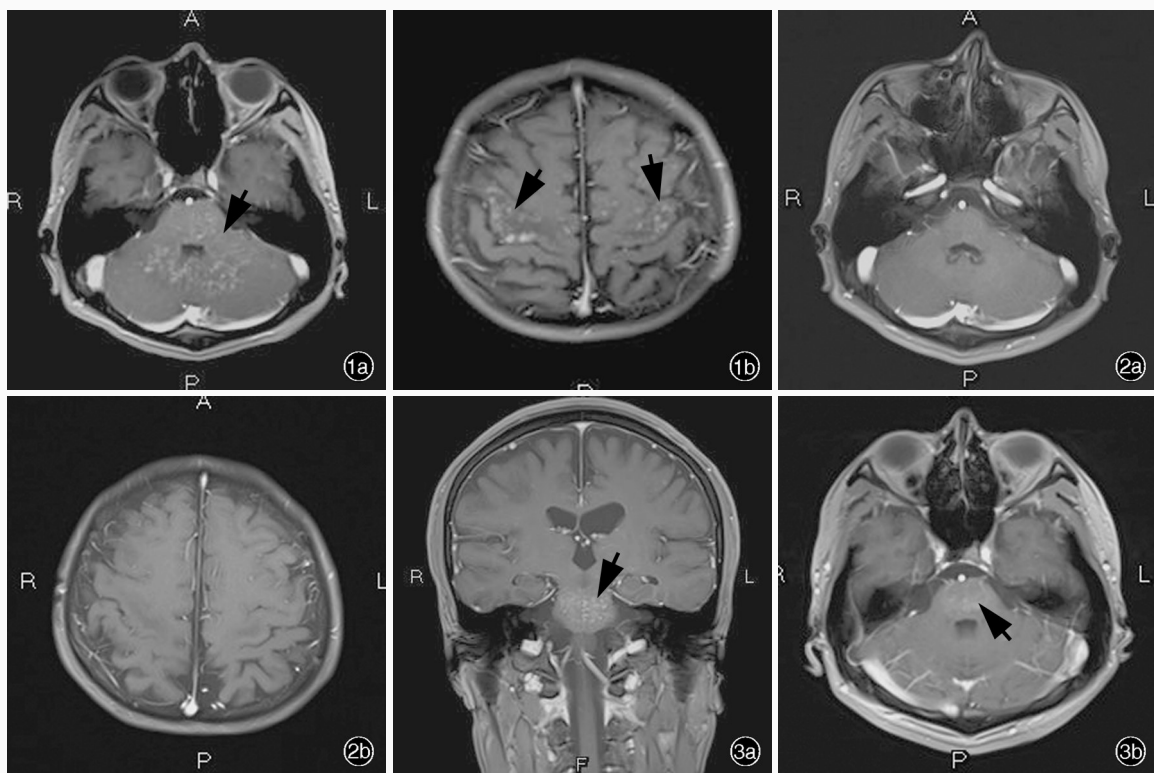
头部横断面增强T₁WI所见(2012年6月21日) 1a 脑桥、双侧小脑多发斑片状或点状高信号(箭头所示) 1b 额顶叶皮质多发斑点状高信号(箭头所示) 图2 激素冲击治疗后头部横断面增强T₁WI所见(2012年6月30日) 2a 脑桥、双侧小脑多发斑片状及点状高信号基本消失 2b 额顶叶皮质多发斑点状高信号基本消失 图3 头部MRI增强扫描所见(2017年10月23日) 3a 冠状位增强T₁WI可见大脑皮质、双侧海马不同程度萎缩,双侧颞角增宽,脑桥多发斑点状高信号(箭头所示) 3b 横断面增强T₁WI显示脑桥及小脑片状及斑点状高信号(箭头所示)
